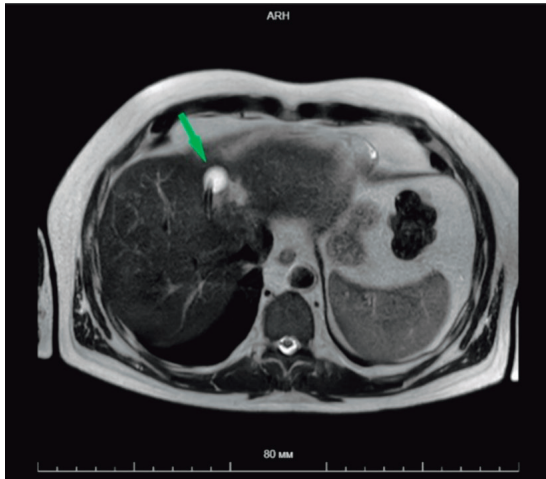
Пациент Г., 47 лет, МРТ брюшной полости (итоговый контроль). На снимке видна дренажная трубка (зеленая стрелка), полость абсцесса полностью отсутствует
